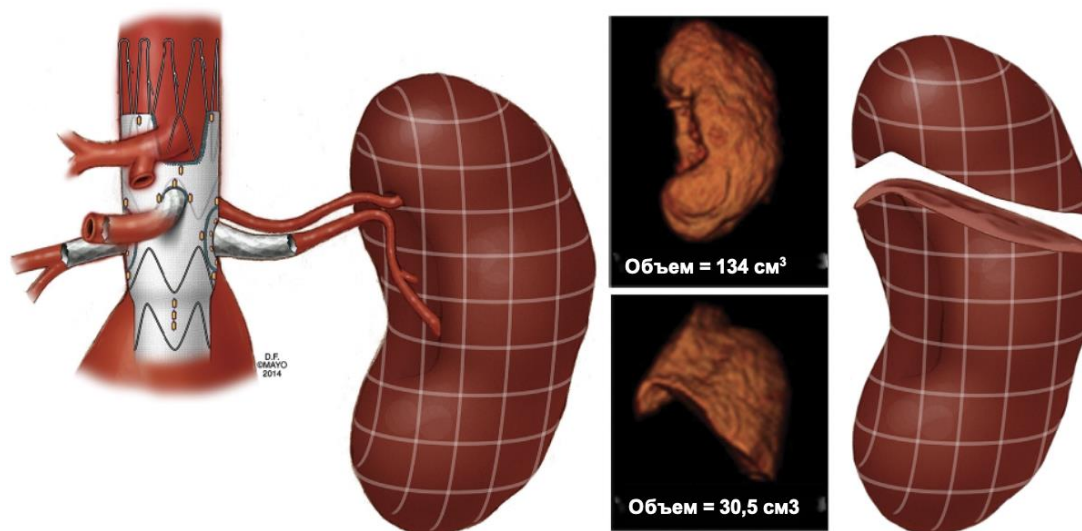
Измерение объема почечной паренхимы, используемое для оценки размеров инфаркта почки или перфузии через добавочную почечную артерию.
